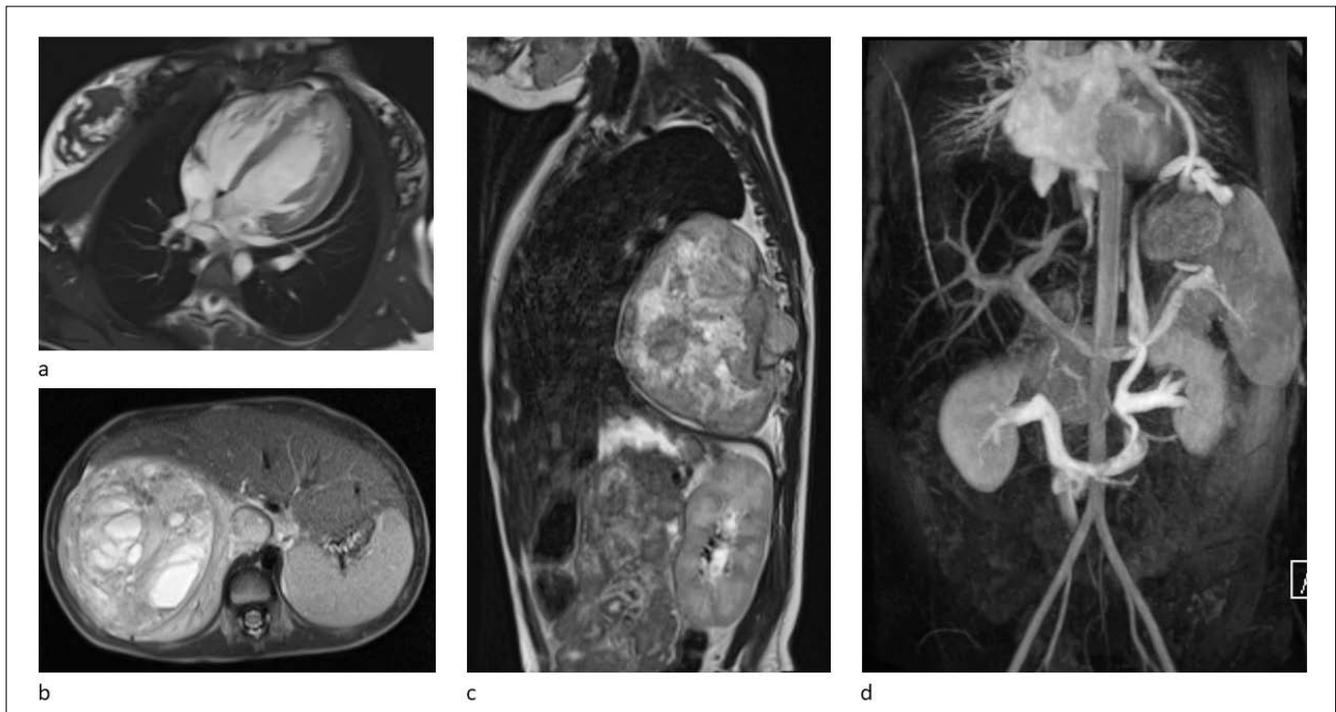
a) MRT Herz: Non Compaction Cardiomyopathie, (b) MRT Abdomen: Nephroblastom, Tumorthrombus Vena cava inferior (c) MRT Thorax: Neuroblastom (d) MR-Angiographie: Budd-Chiari-Syndrom, Verschluss Vena cava inferior, Kollateralen über paracardiale Venen zur Vena brachiocephalica sinistra. © Kinderradiologie
